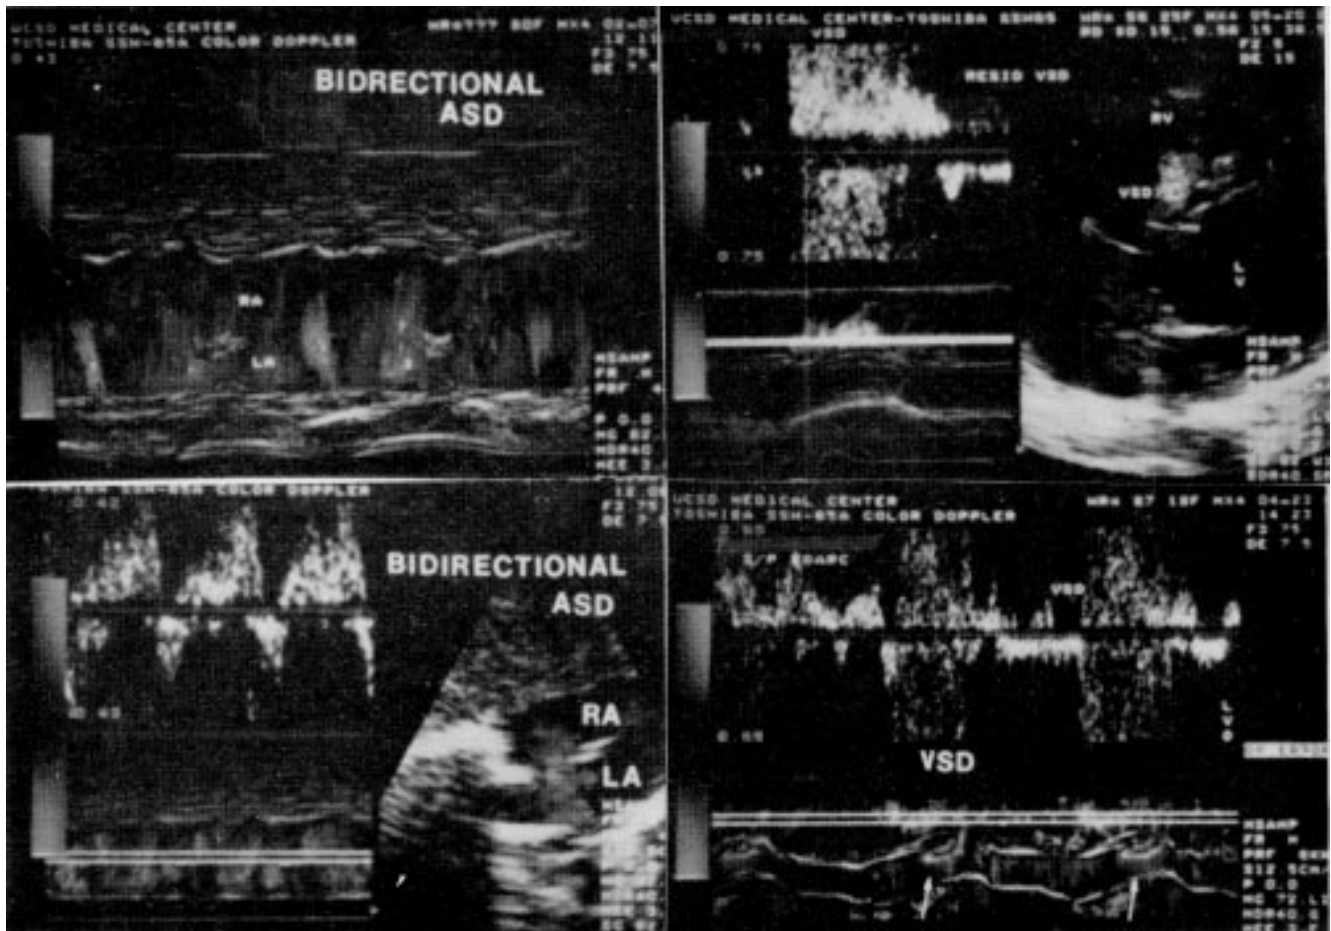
Posição subcostal mostrando o fluxo através de uma CIA ("shunt" bidirecional). Parte superior—Modo M-MFC mostrando a característica bidirecional do fluxo da CIA: fluxo esquerda-direita em vermelho e o fluxo direita-esquerda em azul. ASD = comunicação interatrial. Parte inferior—doppler pulsátil de modo M-MFC demonstrando o "shunt", bidirecional; B) Figura superior—posicao 4 câmaras paraesternal demonstrando o fluxo através de uma CIV residual. O "shunt" é da esquerda para a direita. O Doppler pulsátil e o modo M-MFC também podem ser verificados à esquerda da figura. Figura inferior. O Doppler pulsátil e o modo M-MFC são demonstrados simultaneamente. O "shunt" residual, esquerda-direita através da CIV é visibilizado (seta): Resid VSD = Comunicação interventricular residual VSD = Comunicação interventricular. (Reprodução em branco e preto).
